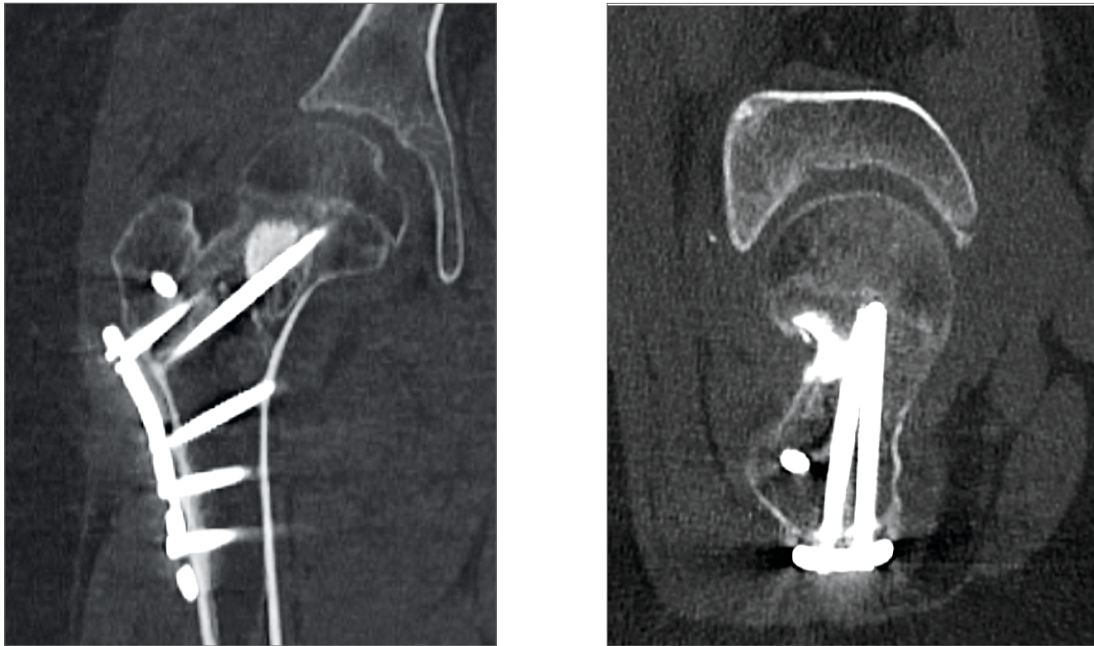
Результати КТ через 7 місяців після оперативного втручання
